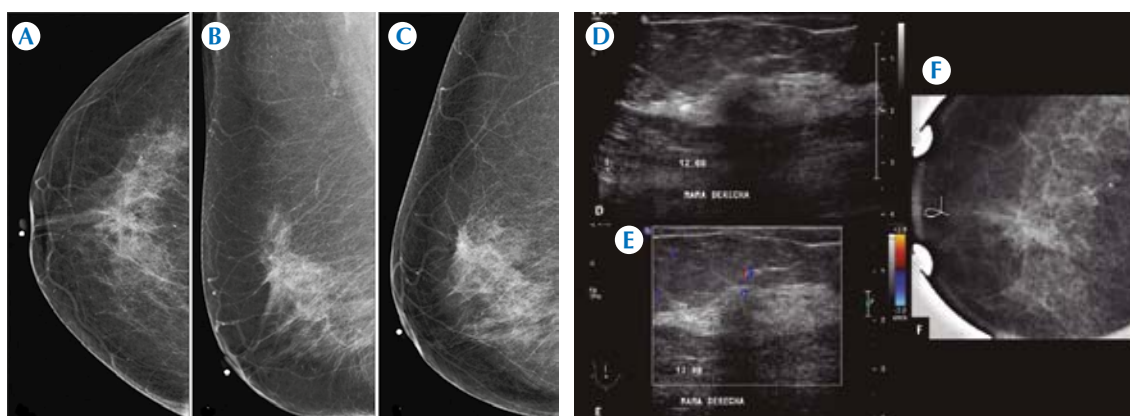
Paciente de 76 años que acudió a estudio de tamizado. Mastografía de mama derecha, proyecciones A) Craneocaudal, B) Mediolateral oblicua y C) Medio-lateral. En la región retroareolar se observa asimetría focal asociada con distorsión situada a 4.5 cm del pezón, tercio medio. D-E) Ultrasonido: nódulo situado a las 12 horas a 4 cm del pezón; es irregular y se asocia con distorsión y especulaciones; proyecta sombra acústica posterior y tiene vascularización extranodular. F) Marcador radioopaco, proyección craneocaudal con compresión: corresponde a la asimetría focal vista en la mastografía. Se determinó BI-RADS-5; patología reportó carcinoma ductal *in situ* mixto (sólido y cribiforme) grado nuclear bajo.
